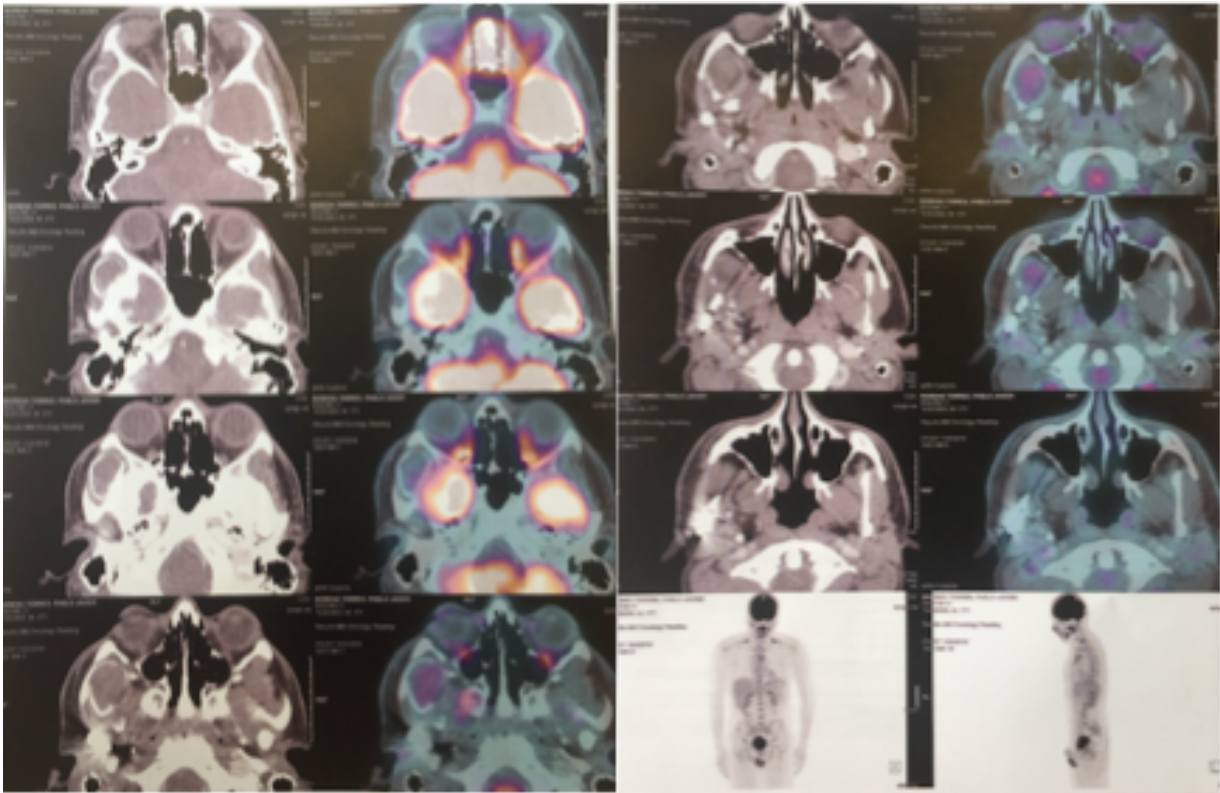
PET/CT muestra la actividad metabólica en la fosa infratemporal
